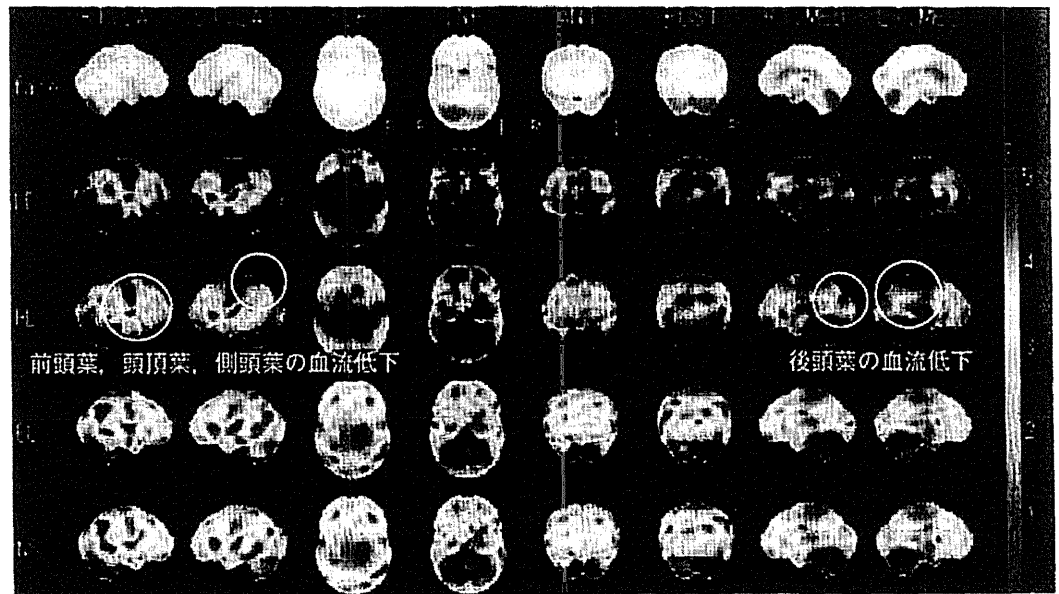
症例 6 の SPECT 3D-SSP
